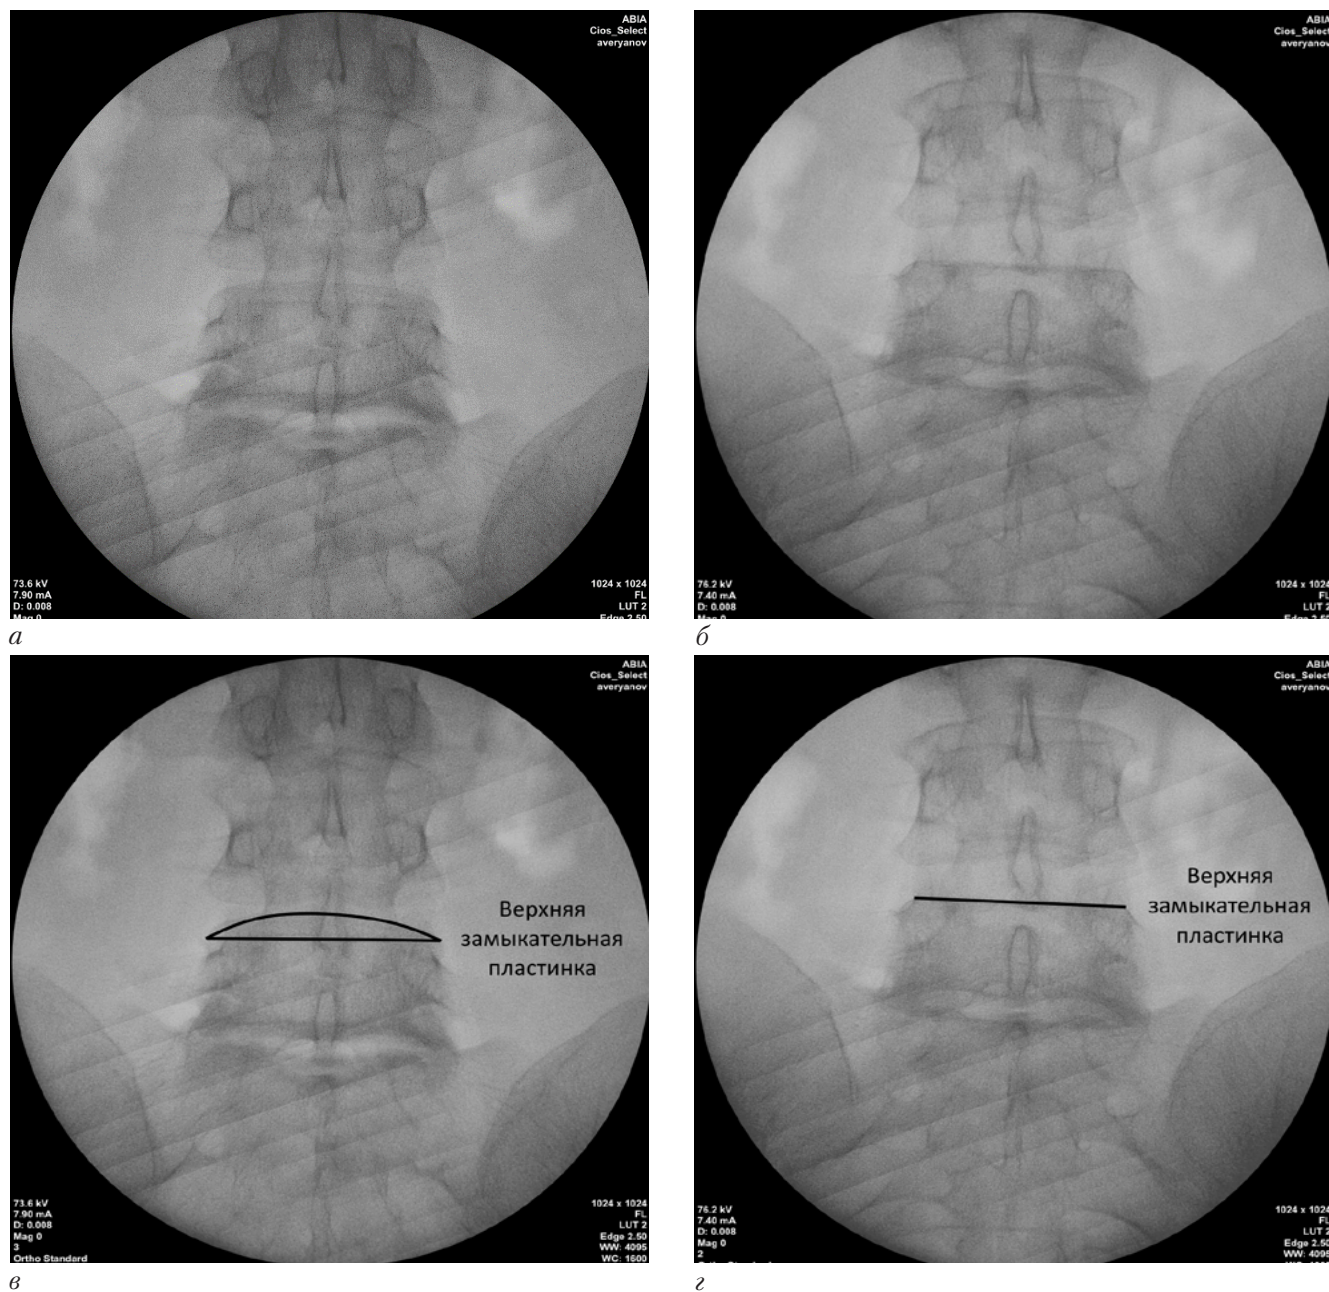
Выравнивание вентрального и каудального края верхней замыкательной пластинки: а, в – верхняя замыкательная пластинка не выравнена относительно рентгенологического луча, в связи с чем имеет эллипсовидную форму; б, г – с помощью наклона С-дуги верхняя замыкательная пластинка выравнена и имеет форму прямой линии
